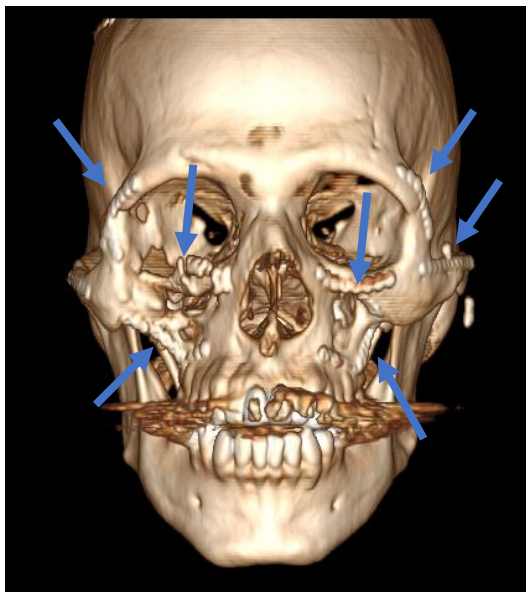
Reconstrucción 3D de tomografía axial computarizada. Presencia material de osteosíntesis.
